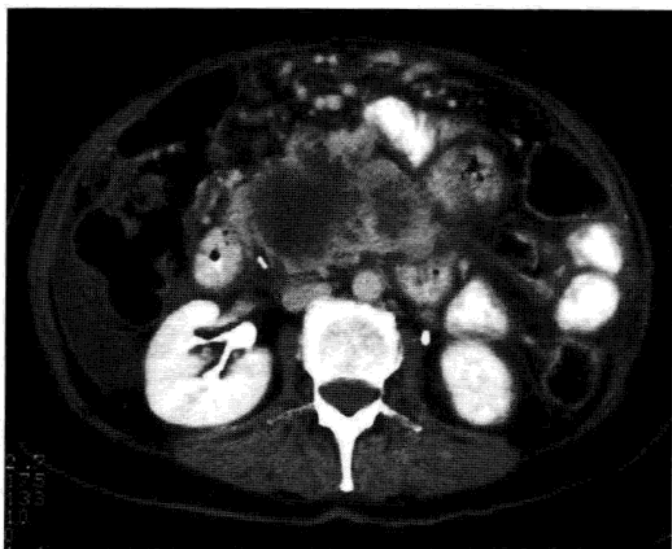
原发性腹膜后纤维肉瘤。肾脏水平增强 CT 横断面检查，可见巨大坏死性肿块，边界不清，边缘有强化。
